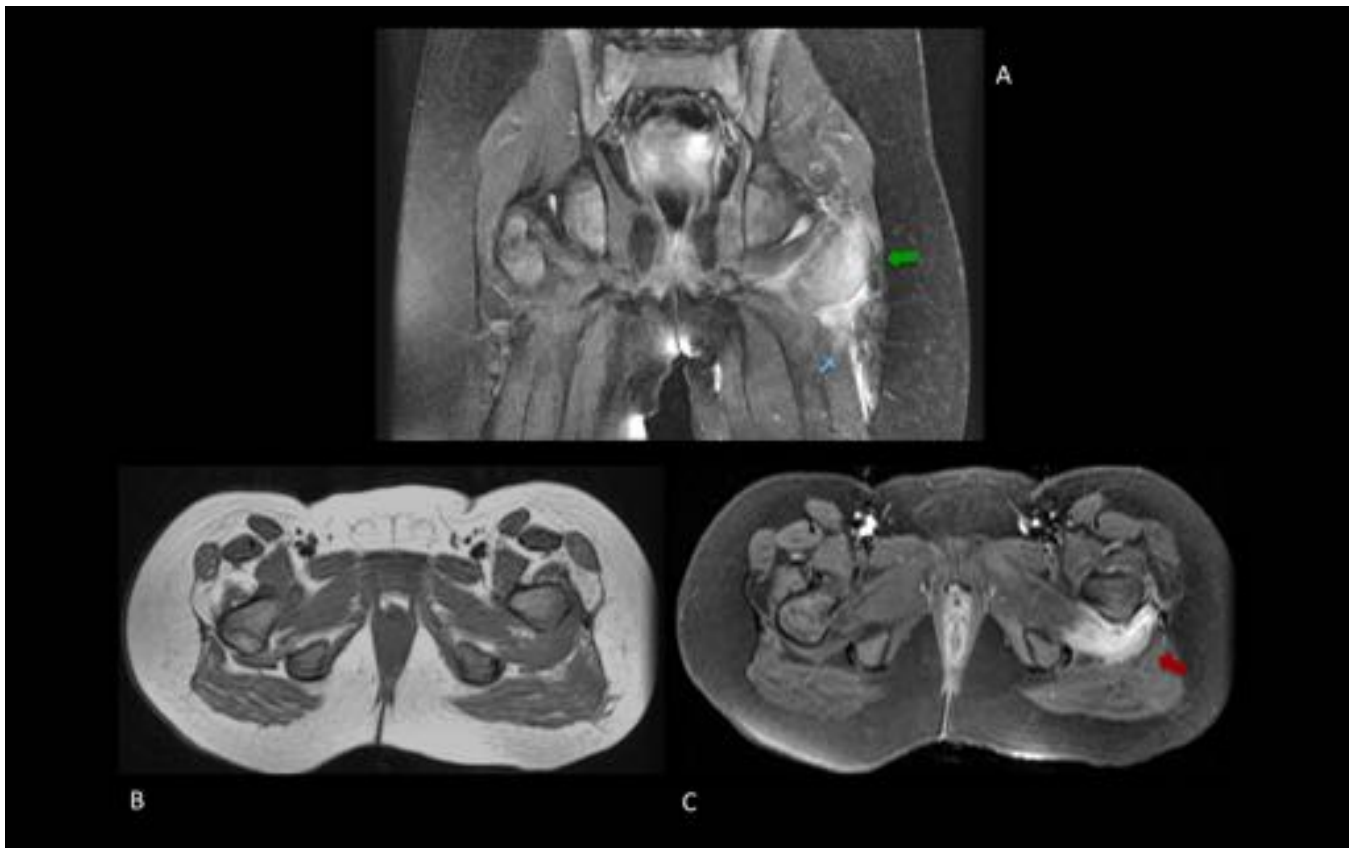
Piomiositis cuadrado femoral. Niña de 7 años. Caída reciente sobre cadera izda. con dolor y clínica infecciosa. Rx pelvis y ecografía normales. A. Coronal DP FS: Engrosamiento y edema del músculo cuadrado femoral izdo (flecha verde), inflamación interfascial y de planos blandos adyacentes (flecha azul). B y C. Axial SE T1 sin cte y axial SE T1 FS con cte: Realce muscular sin colecciones (flecha roja) y evidente ensanchamiento del espacio izquiofemoral. Evolución favorable con antibioterapia.
